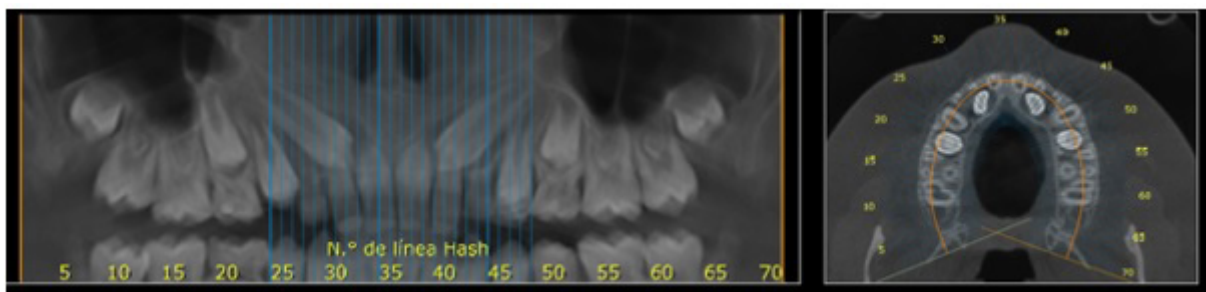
Reconstrução panorâmica a partir de tomografia de feixe cônico do maxilar e BN axial com referências.
